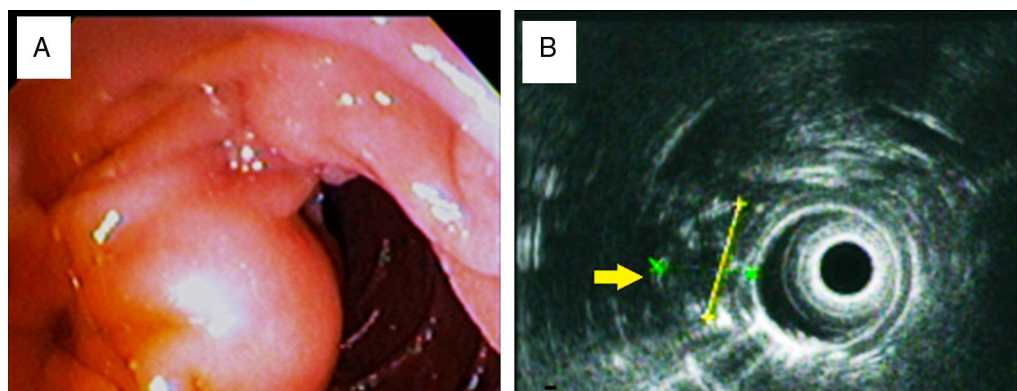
Imágenes de lesión ampular. A) Duodenoscopia que muestra lesión subepitelial. B) Visión por ultrasonido endoscópico de lesión hipocóica, heterogénea, cubierta en su totalidad por mucosa y respetando la muscular propia del duodeno (flecha amarilla); 21.0 × 16.9 mm.
